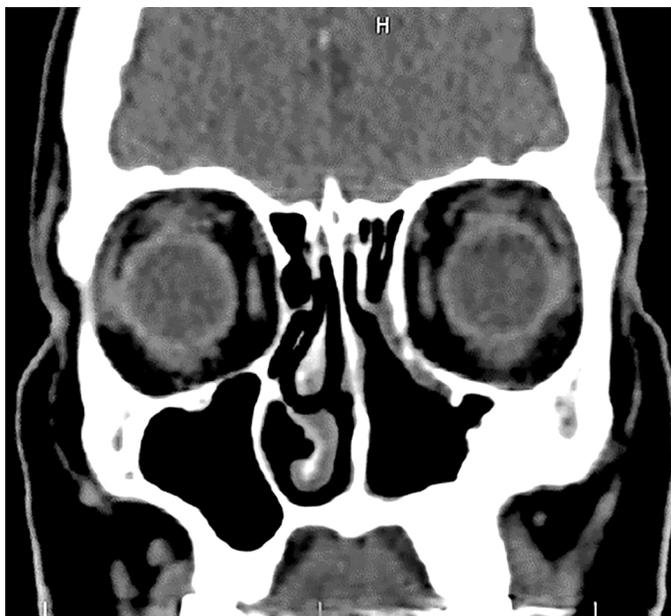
Компьютерная томограмма лицевого черепа пациентки с ИП после ринотомии по методике Денкера.
